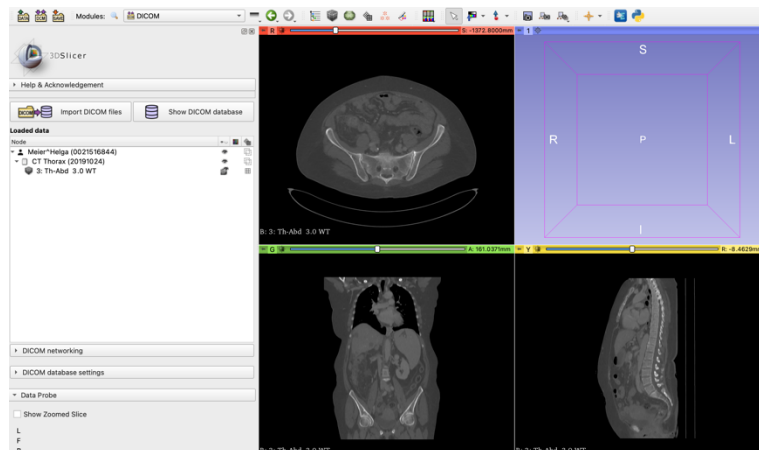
Darstellung der CT-Daten in den drei Schnittebenen
